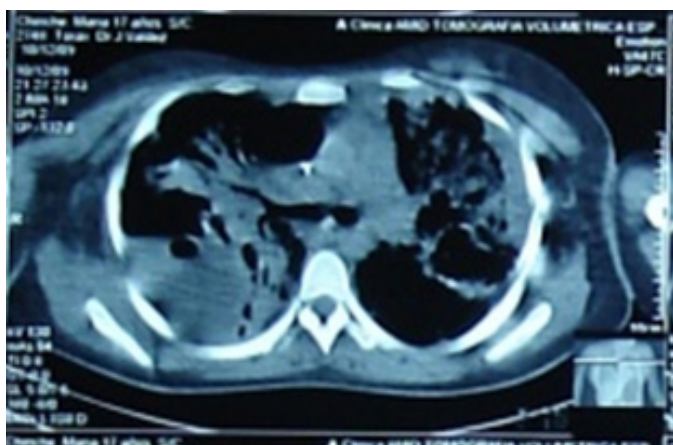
TAC torácica: destacan imágenes radiolúcidas en proyección de campo pulmonar derecho, además de infiltrativas bilateral
